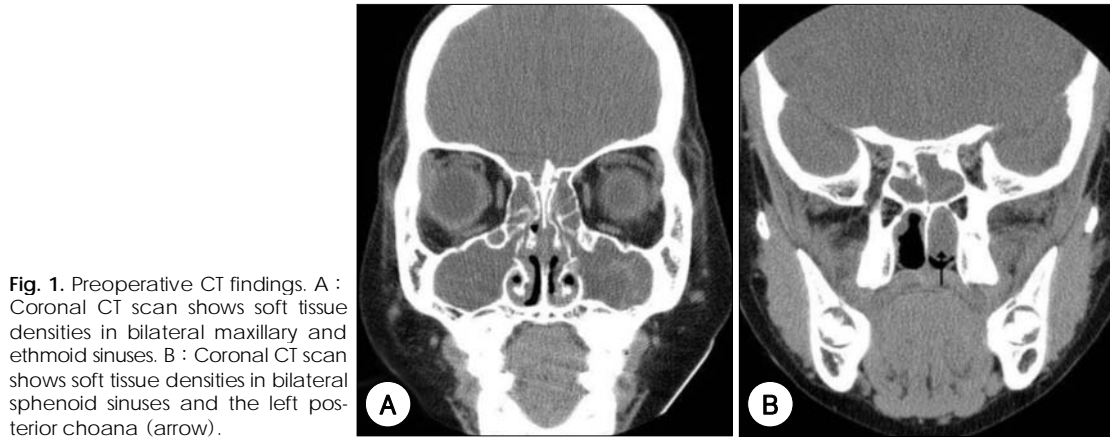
Preoperative CT findings. A : Coronal CT scan shows soft tissue densities in bilateral maxillary and ethmoid sinuses. B : Coronal CT scan shows soft tissue densities in bilateral sphenoid sinuses and the left posterior choana (arrow).
